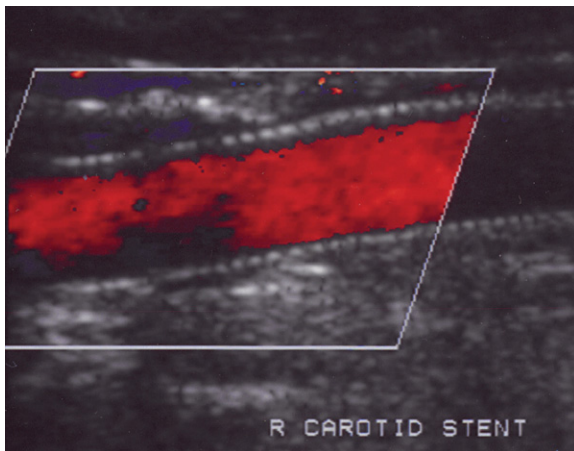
Farbdopplerbild einer Karotis nach Angioplastie und Stenting.
